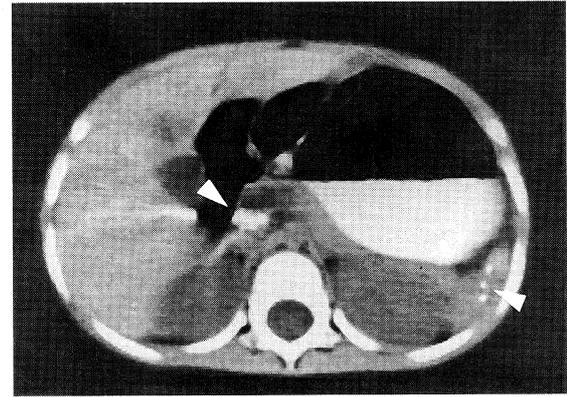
Abdominal CT, parapancreatic lymphonode and splenic calcifications (white arrowheads)
